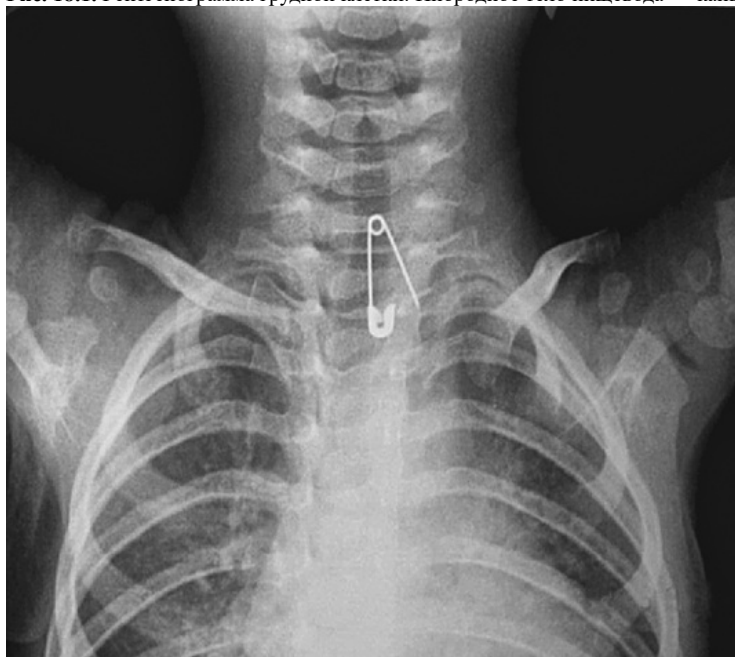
Рентгенограмма грудной клетки. Инородное тело пищевода — английская булавка
